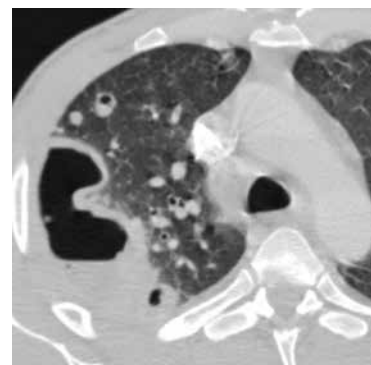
МСКТ грудной полости с контрастным болюсным усилением;
